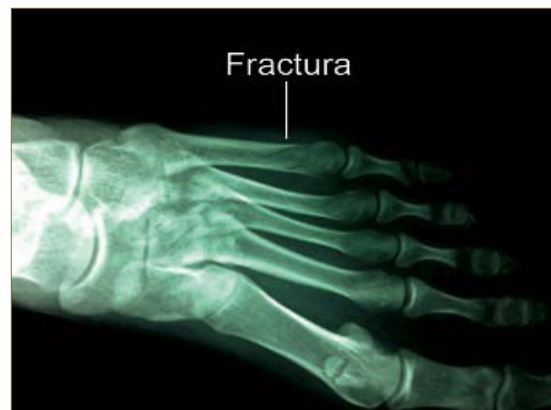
Radiografía AP de pie izquierdo con fractura.
